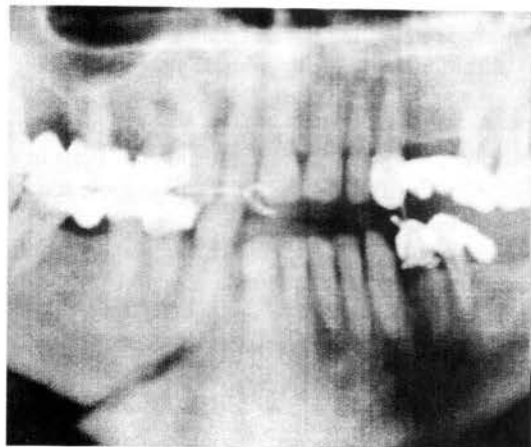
Ortopantomograma la internare.
